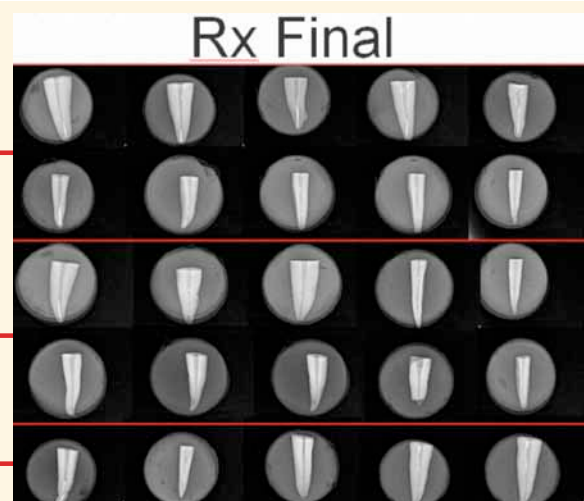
Radiografía final (conductos desobturados) PTUS R, K3XF G-Pack e Instrumento 25/06
